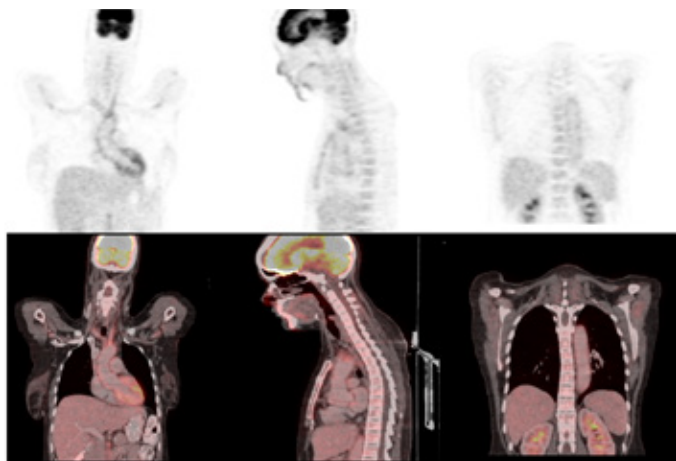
Paciente con síndrome febril prolongado y sospecha de AT. El PET/TC evidenció moderada actividad metabólica de la pared de la aorta torácica y de los vasos supra-aórticos, confirmandose enfermedad de AT activa.
